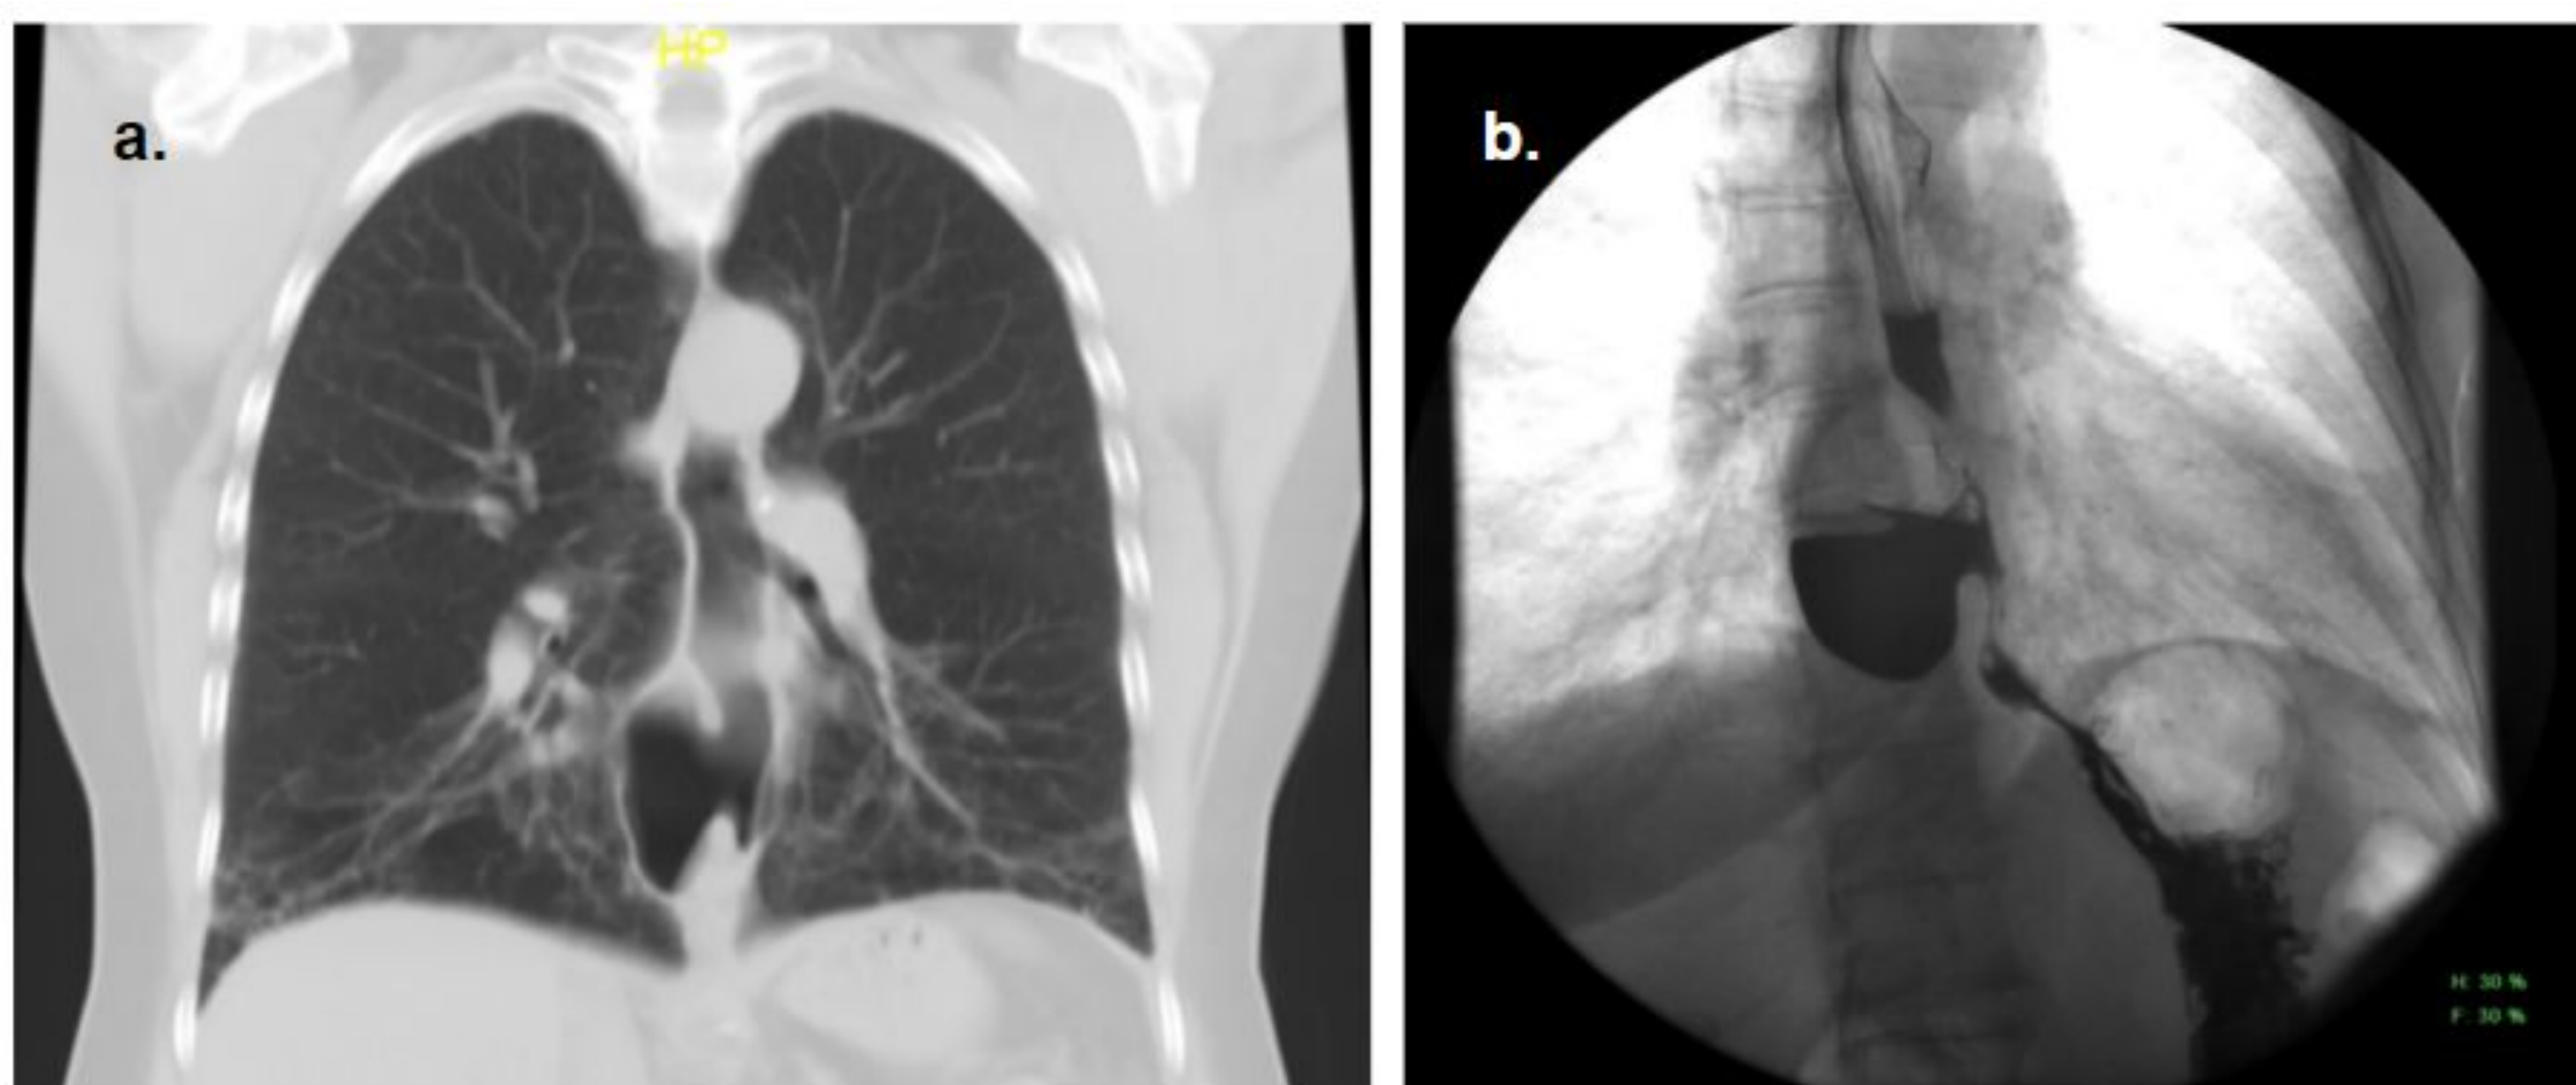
Reconstrucción coronal de TC (a) y estudio de tránsito con bario (b) de un divertículo esofágico en un paciente con disfagia.
